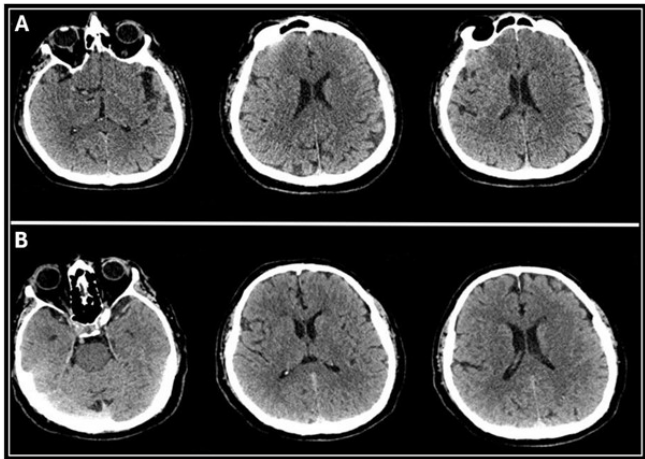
Tomografía cerebral.
